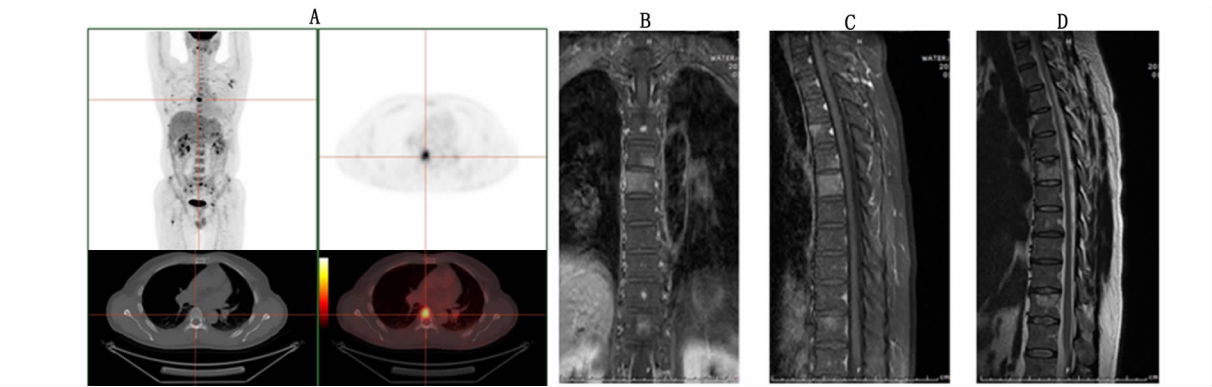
患者的 PET-CT 和胸椎磁共振检查结果
